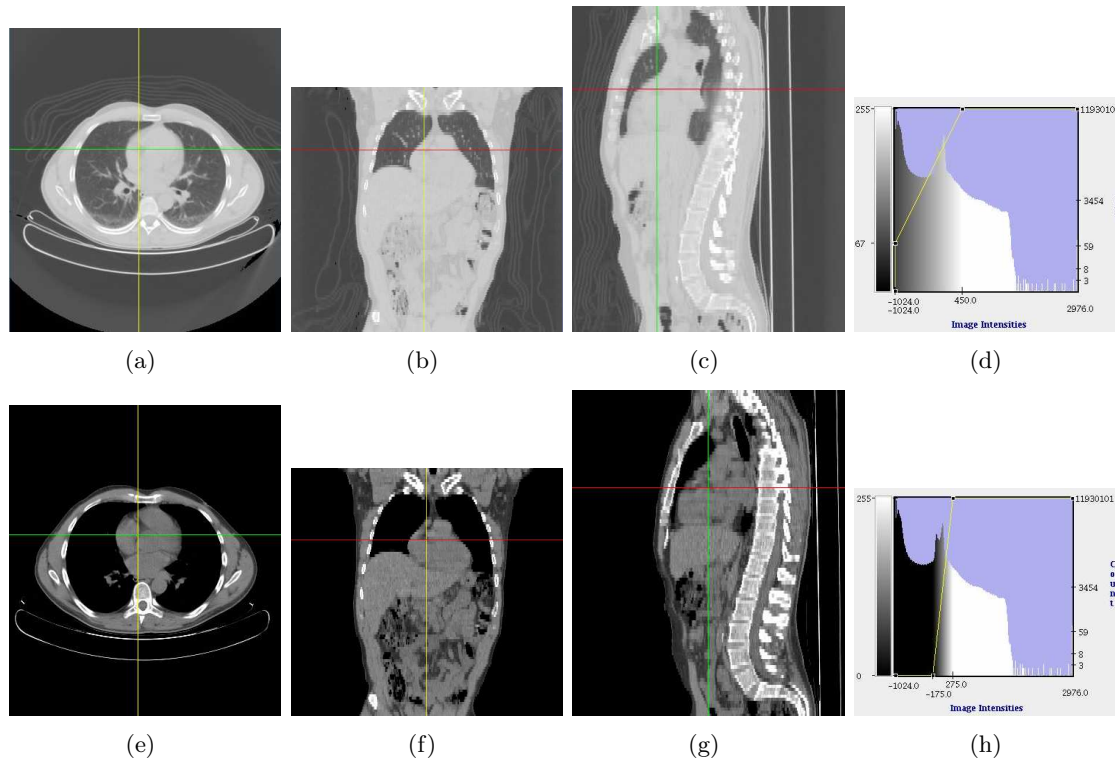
Exemples d’images TDM avec différentes fenêtres de visualisation (et leur histogrammes). (a,b,c) Coupes axiales, coronales et sagittales avec un fenêtrage dit parenchyme. (e,f,g) Fenêtrage médiastinal. (d,h) Histogrammes des fenêtres.
